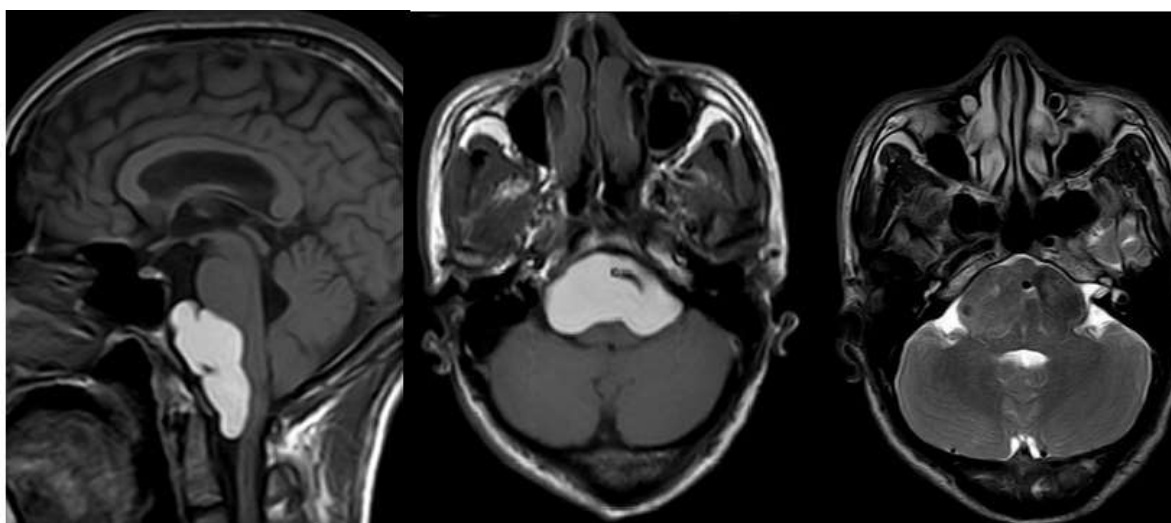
Hình ảnh u điển hình trên MRI và hình ảnh đại thể u trong mô
